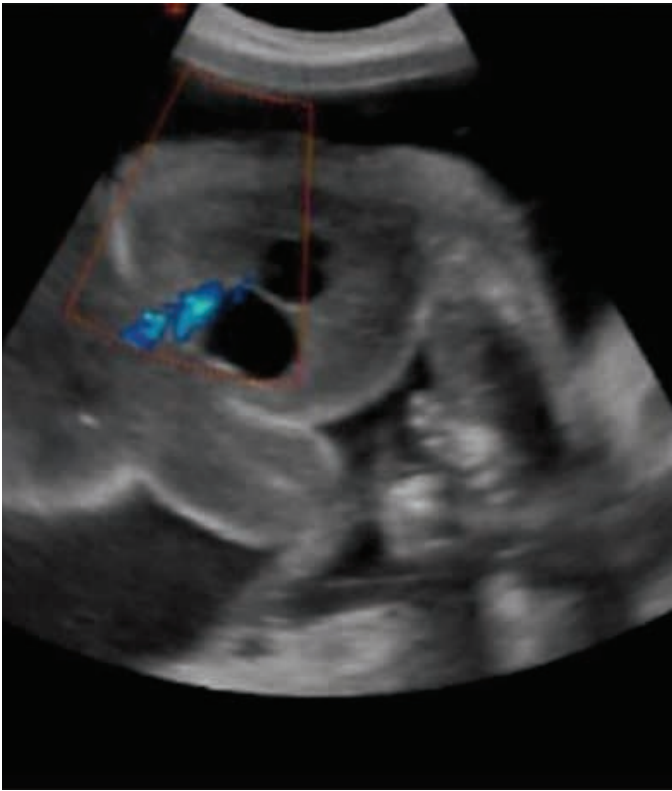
imagem ultrassonográfica do feto acárdico em que se visualiza fluxo ao Doppler colorido na região pélvica
